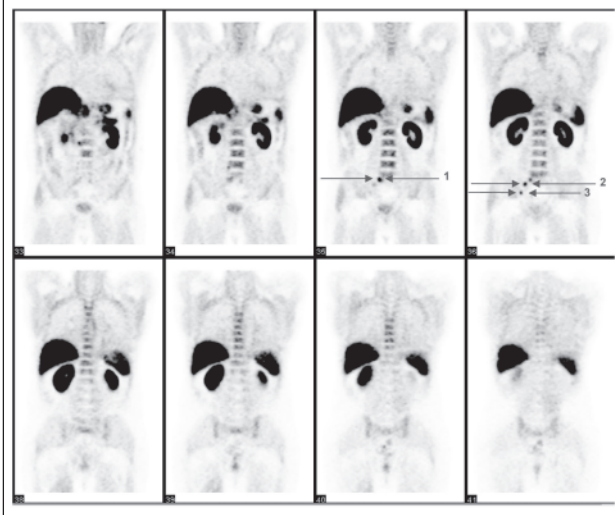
C-11-Cholin PET/ CT, gleicher Patient
